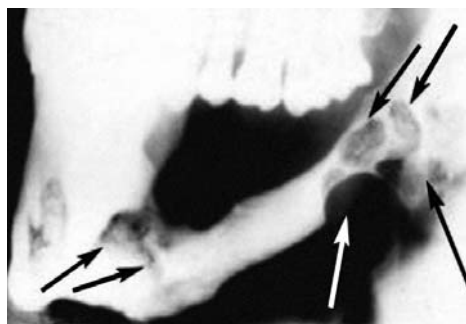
Рентгенограмма нижней челюсти больного с прорастанием амелобластомы в аллотрансплантат (указаны стрелками). Рентгенограмма сделана через один год после костной пластики.
